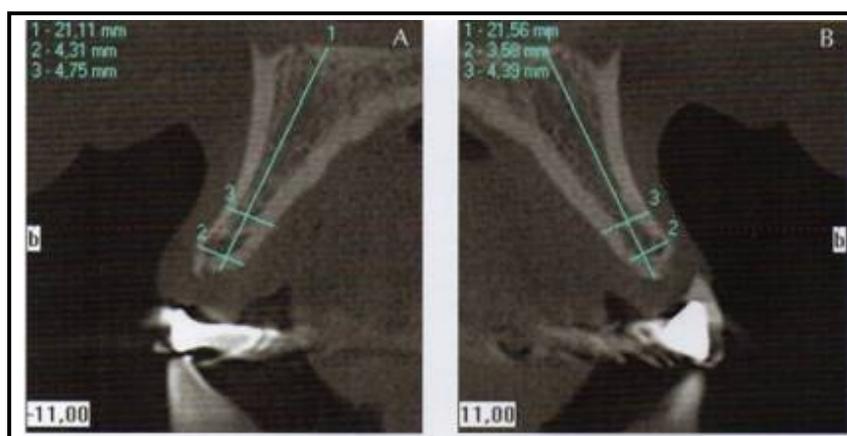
Tomografia computadorizada inicial. Região do elemento dentário 12 (A), região do elemento dentário 22 (B)
